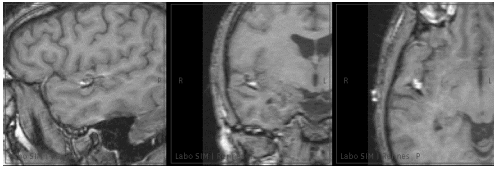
IRM du patient 2 : Coupes sagittale, coronale et axiale. Le cavernome est visible dans le gyrus temporal supérieur.
